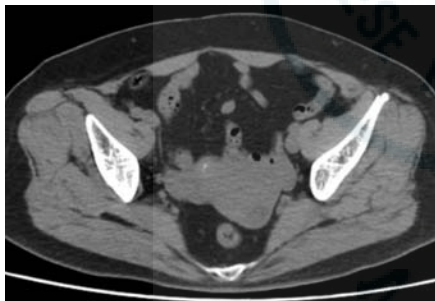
患者盆腔 CT 平扫 卵巢未见异常, 子宫体部局限外突, 散在钙化
